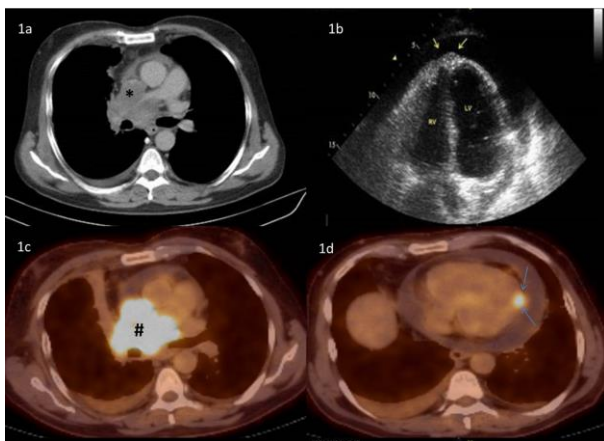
Thorax computed tomography (a) shows mediastinal mass (*) and transthoracic echocardiography (b) shows a mass-like lesion in the apical region of the left ventricle (arrows). FDG PET images (c and d) show high FDG uptake in primary lung tumor (#) and nodular metastases in left ventricle (arrows).
